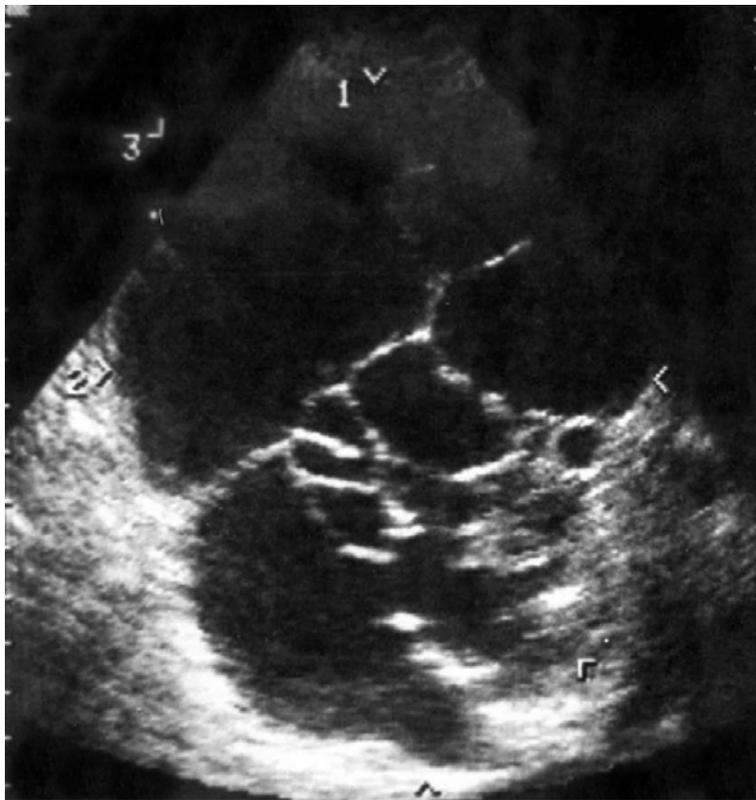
Linfangioma vesicular. Ultrasonido. Tumor quístico muy trabeculado que no se puede precisar a qué órgano pertenece.
